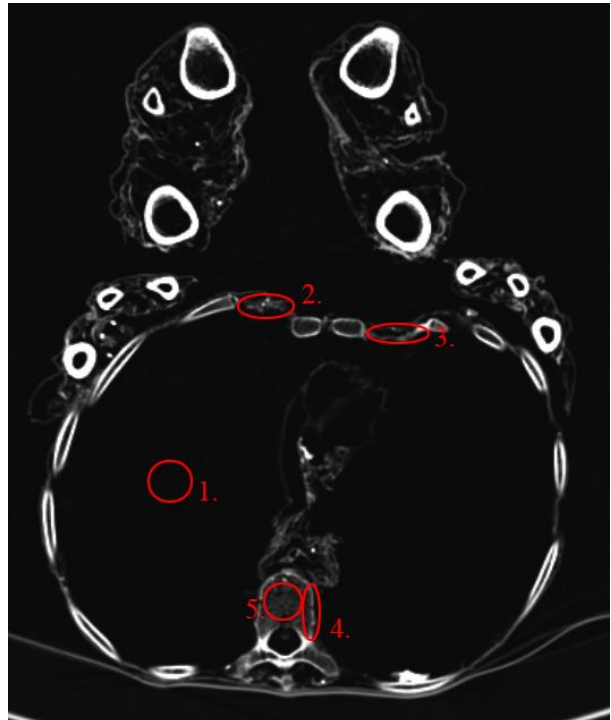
Peru, Bild 7, CT
